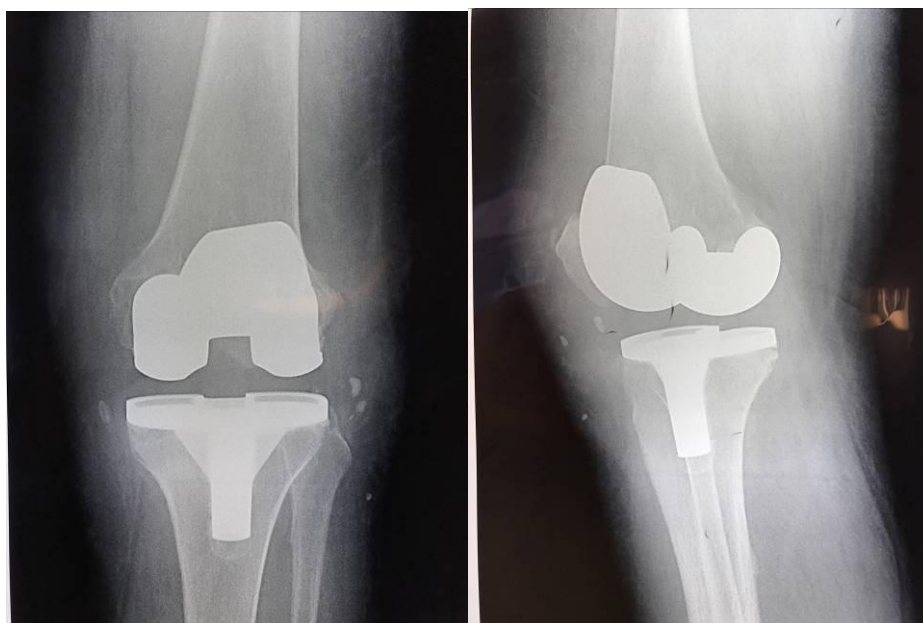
Рентгенограммы оперированного коленного сустава на фоне ППИ
